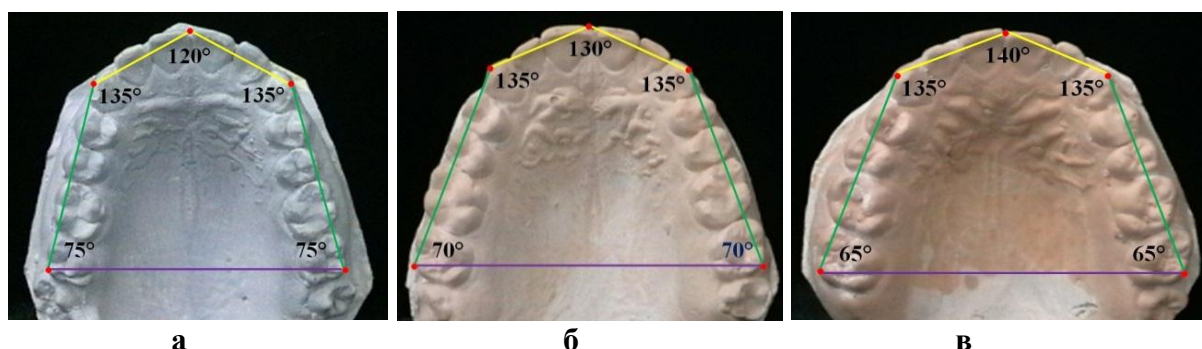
Особенности углов дентального пятиугольника (пентагона) при протрузионном (а) мезотрузионном (б) и ретрузионном типе верхней зубной дуги
